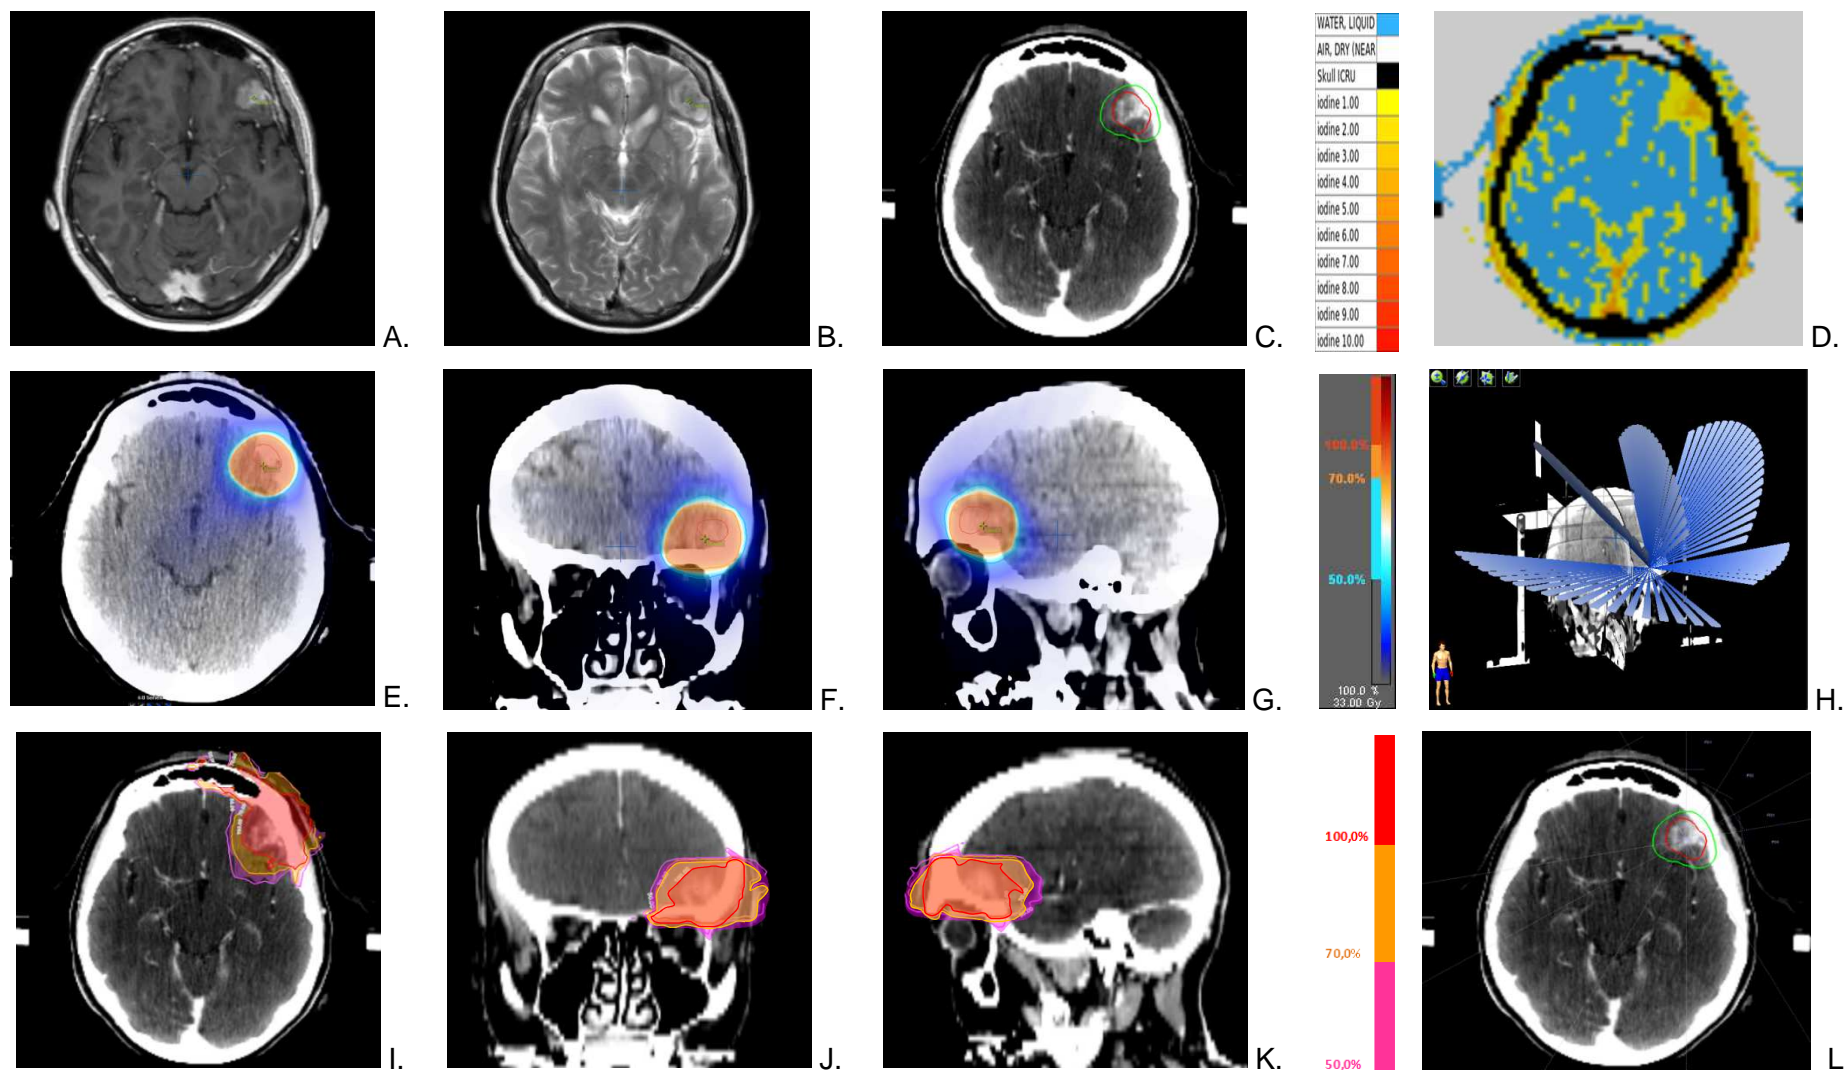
Radio-anatomie de la métastase cérébrale de la patiente n°2 (A. IRM T1 avec gadolinium, B. IRM T2, C. TDM dosimétrique après inj. de PdCI et D. évaluation de la perfusion tumorale). Dosimétrie pour la STEREO (E. F. G.) et la SSRT/PdCI (I. J. K.). Balistique du traitement STEREO (H.) et SSRT/PdCI (L.)
